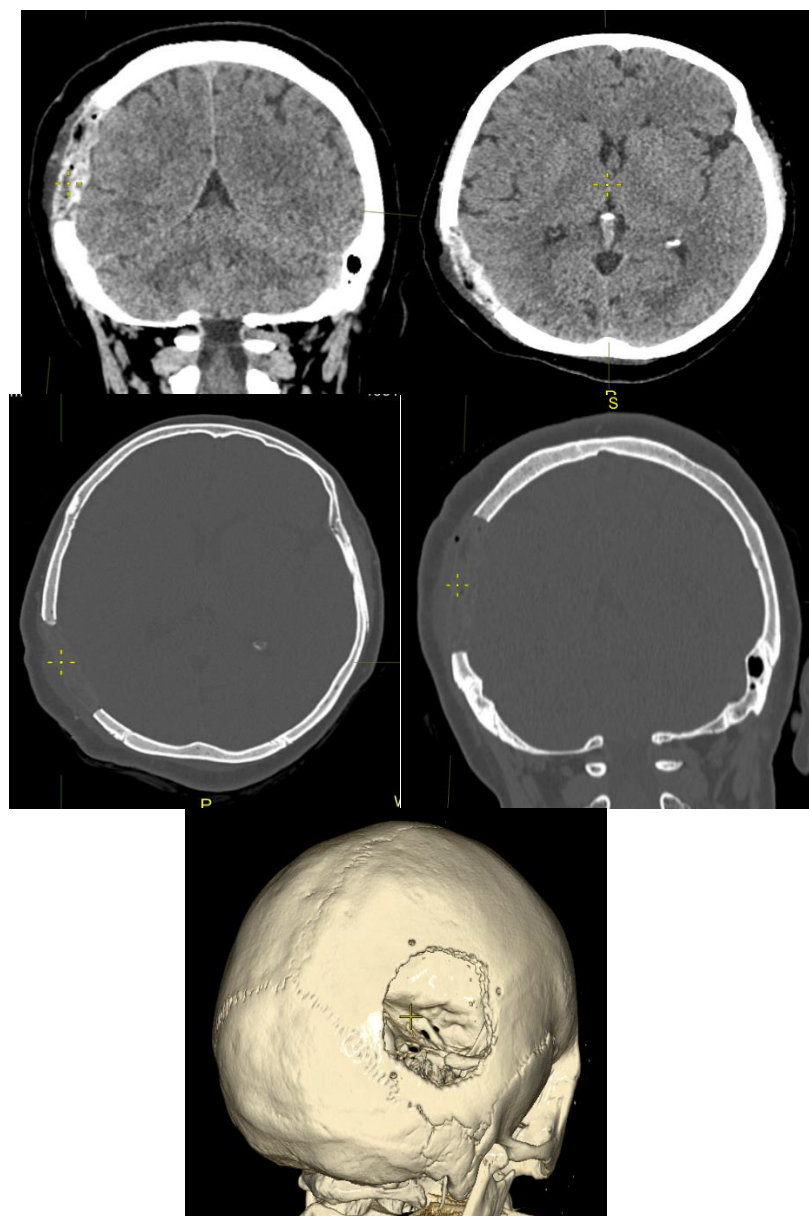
Послеоперационная МСКТ головного мозга с 3D-реконструкцией черепа. Опухоль кости удалена totally, дефект черепа реконструирован с использованием полиметилметакрилата (ПММА).
